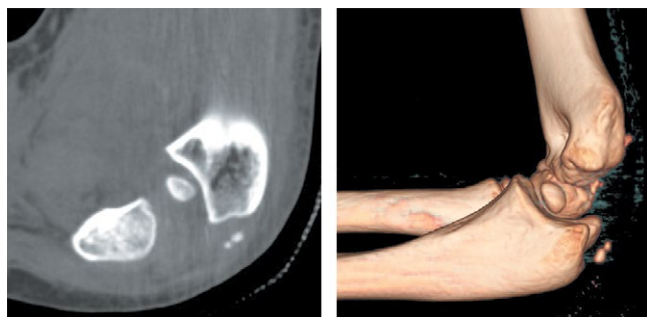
Пациент С. Компьютерная томограмма с 3D-реконструкцией после устранения вывиха: внутрисуставное ущемление медиального надмыщелка
